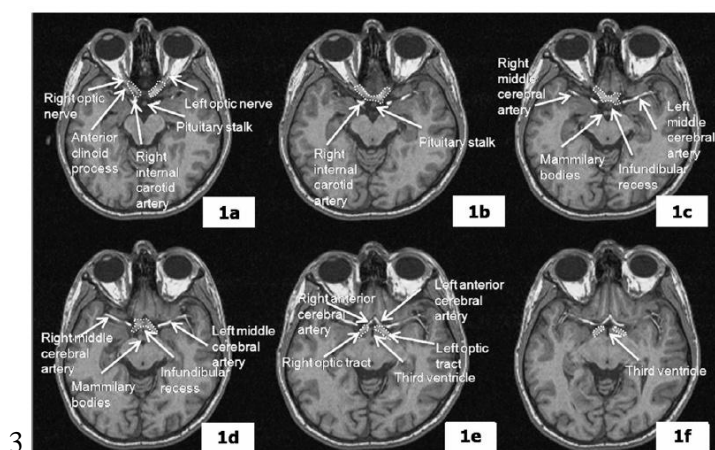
Regione del chiasma ottico in sequenze RM T1 pesate con mdc.
